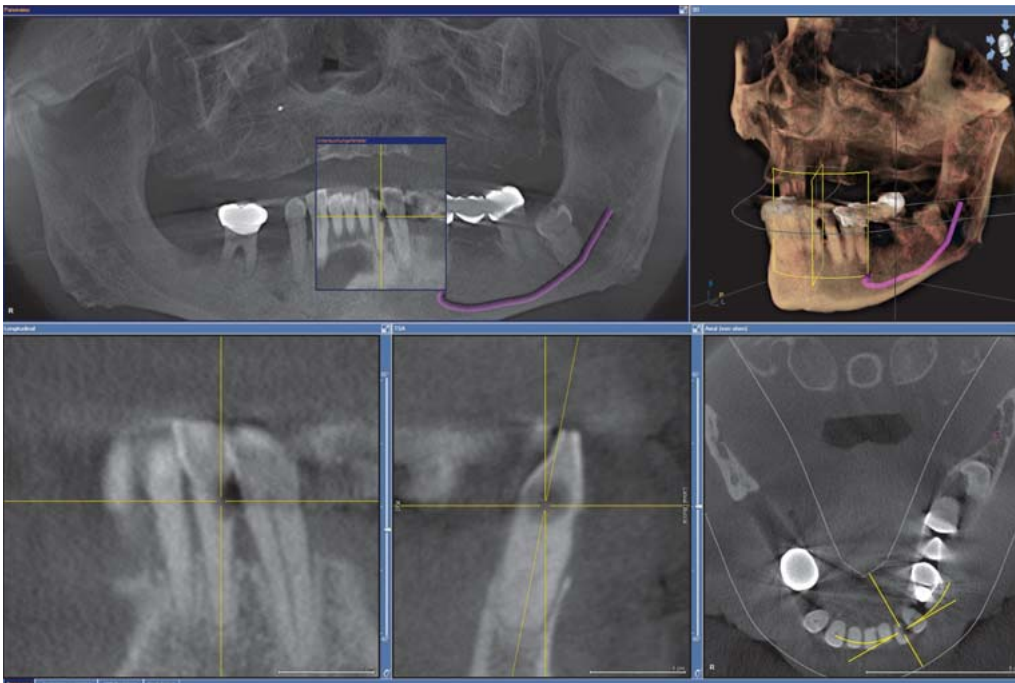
Zahnhalskaries bei einem 75-jährigen Patienten distal an Zahn 32: deutliche Demineralisierung mit einem kontinuierlichen Verlauf der röntgenopaken Struktur.
